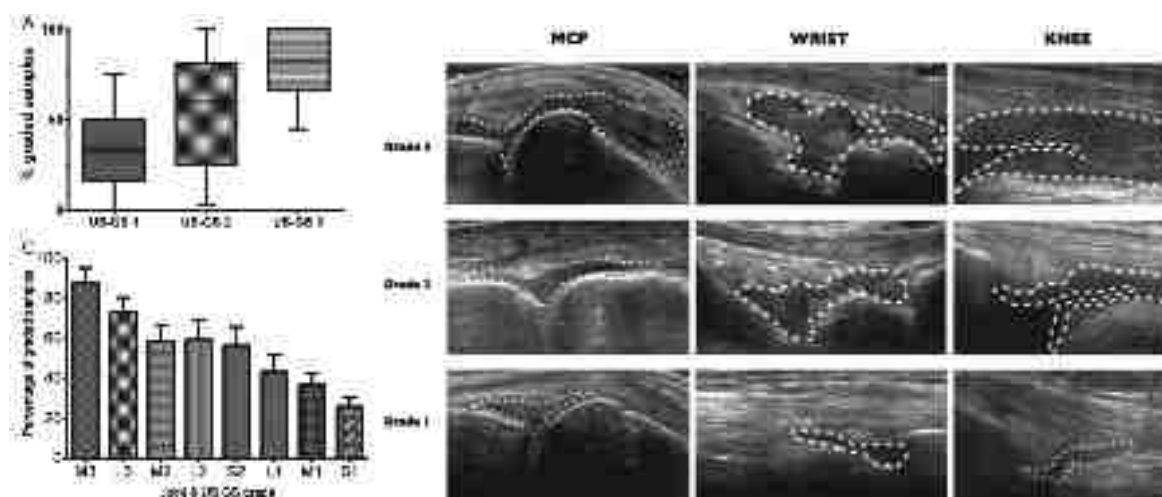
Taux de réussite des prélèvements synoviaux en fonction de l'hypertrophie synoviale. B. Différentes gradations échographique en fonction de l'articulation C. Taux de réussite en fonction de l'hypertrophie synoviale et en fonction de l'articulation ciblée. M = Moyen, L = Large, S = Petite, GS = Score de classification de l'hypertrophie synoviale.
